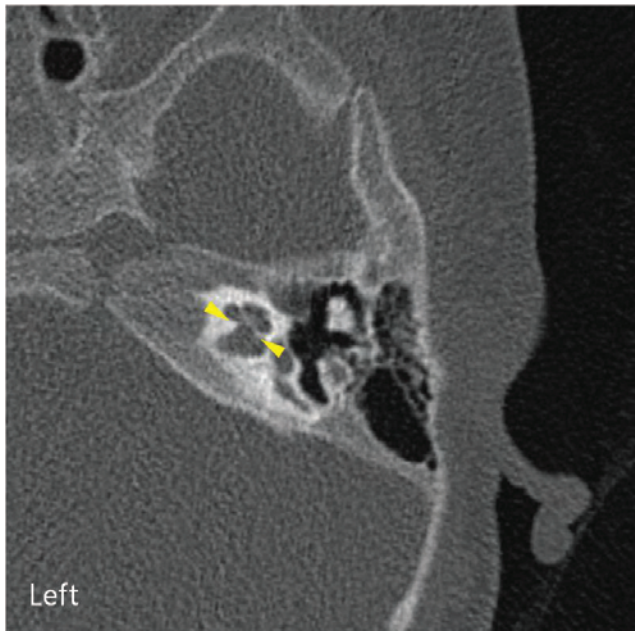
Measurement of the width of the bony cochlear nerve canal in the left base of modiolus temporal bone computed tomography in axial image (yellow arrowhead)
